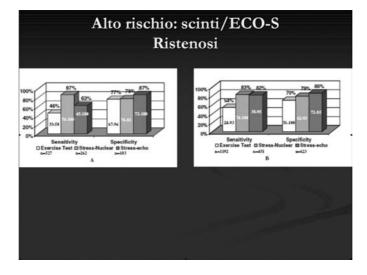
Accuratezza dei test funzionali (Tds, scintigrafia miocardica ed eco-stress) nella diagnosi di ristenosi dopo PCI
